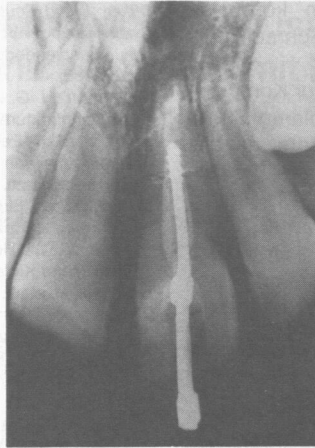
Kompression des Bruchspaltes durch die Zugschraube, der extrakoronale Schraubkopf wurde noch nicht abgetrennt, um die Kompression nach der Röntgenkontrolle möglicherweise noch korrigieren zu können
